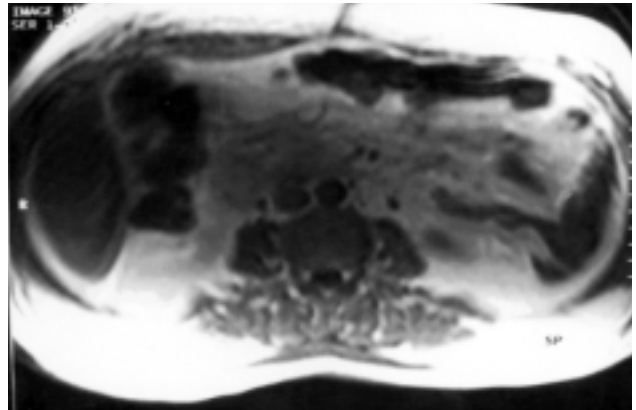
İntestinal obstrüksiyona neden olan intestinal barsak duvarı ve karın içi kanaması olan bir hastanın karın bilgisayarlı tomografi görüntüsü.
